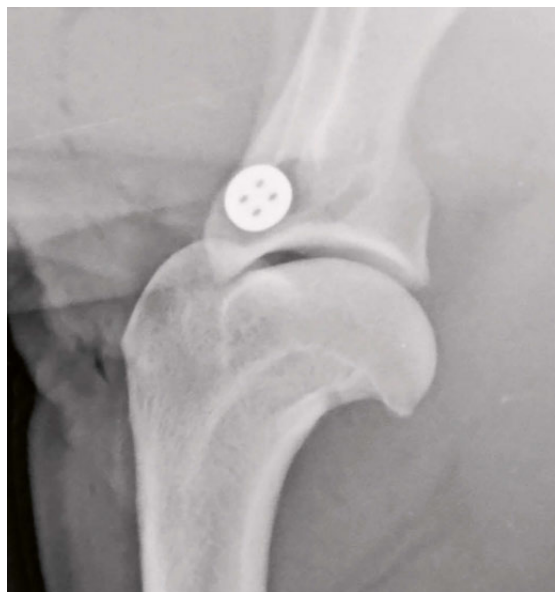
Postoperative Röntgenbilder
